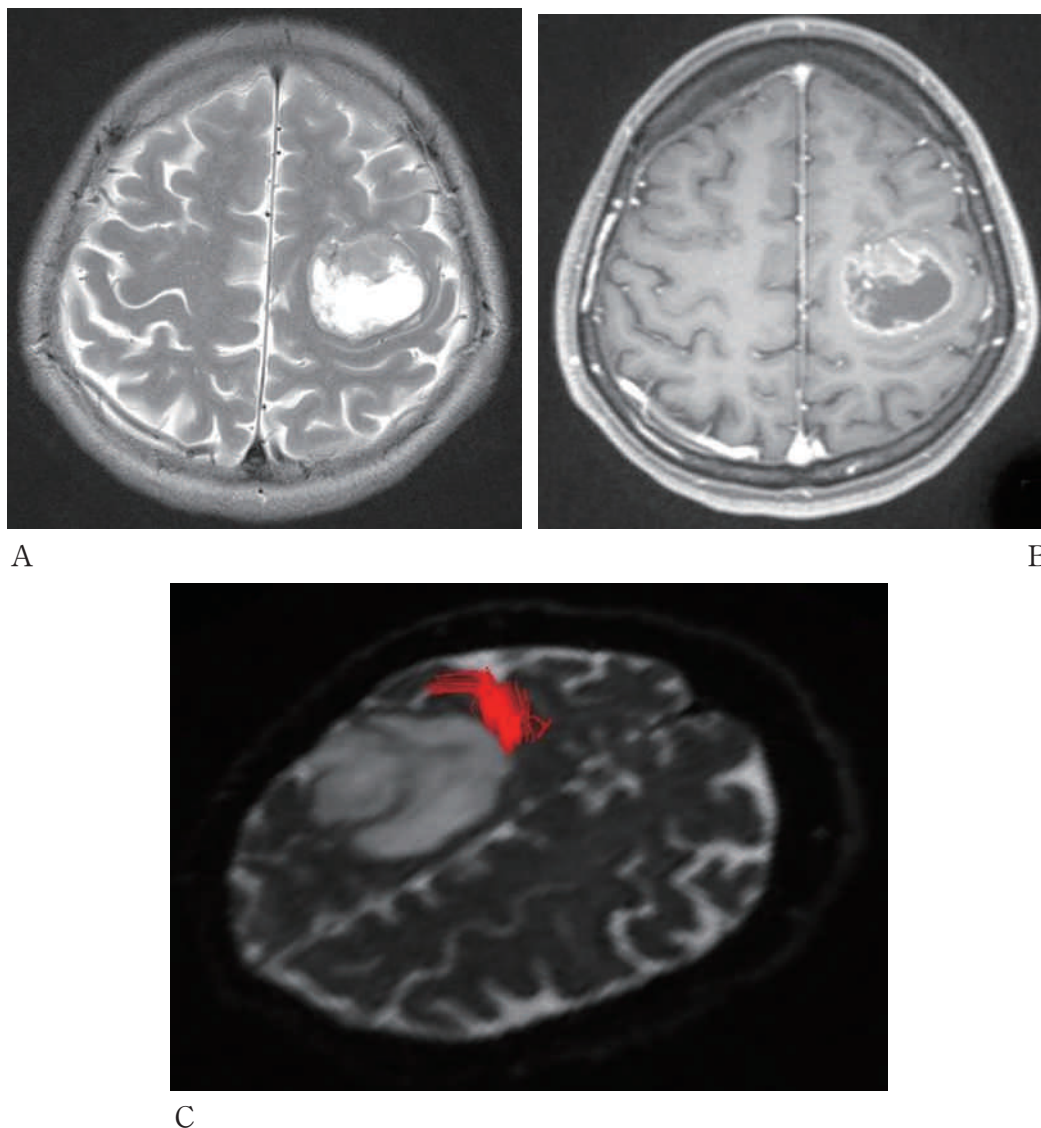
術前 MRI 画像，進行する右片麻痺で発症した症例
